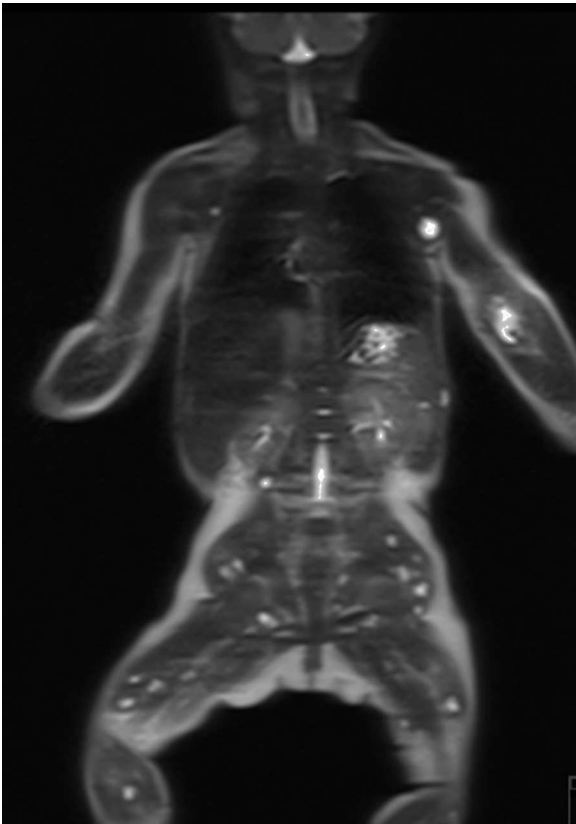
Resonancia magnética en el plano coronal y ponderación T2 en la que se observa que los nódulos son hiperintensos.
